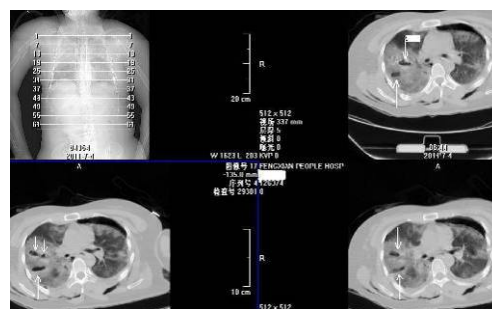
创伤后 1 小时，两肺弥漫挫伤及左侧气胸，右肺多个气囊，其中 1 枚呈进水气球征（箭 1），患者 CT 检查后 1 小时因呼吸衰竭死亡
